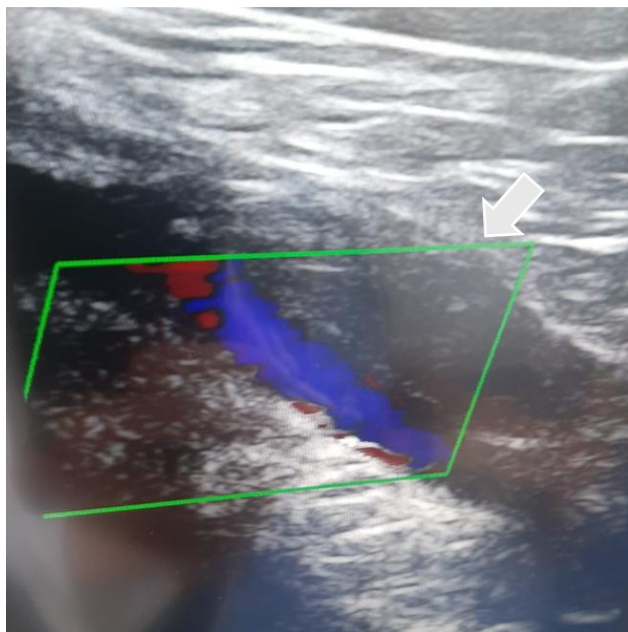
Masa quística heterogénea dependiente de arteria poplítea. Ecografía Doppler color vista longitudinal.
